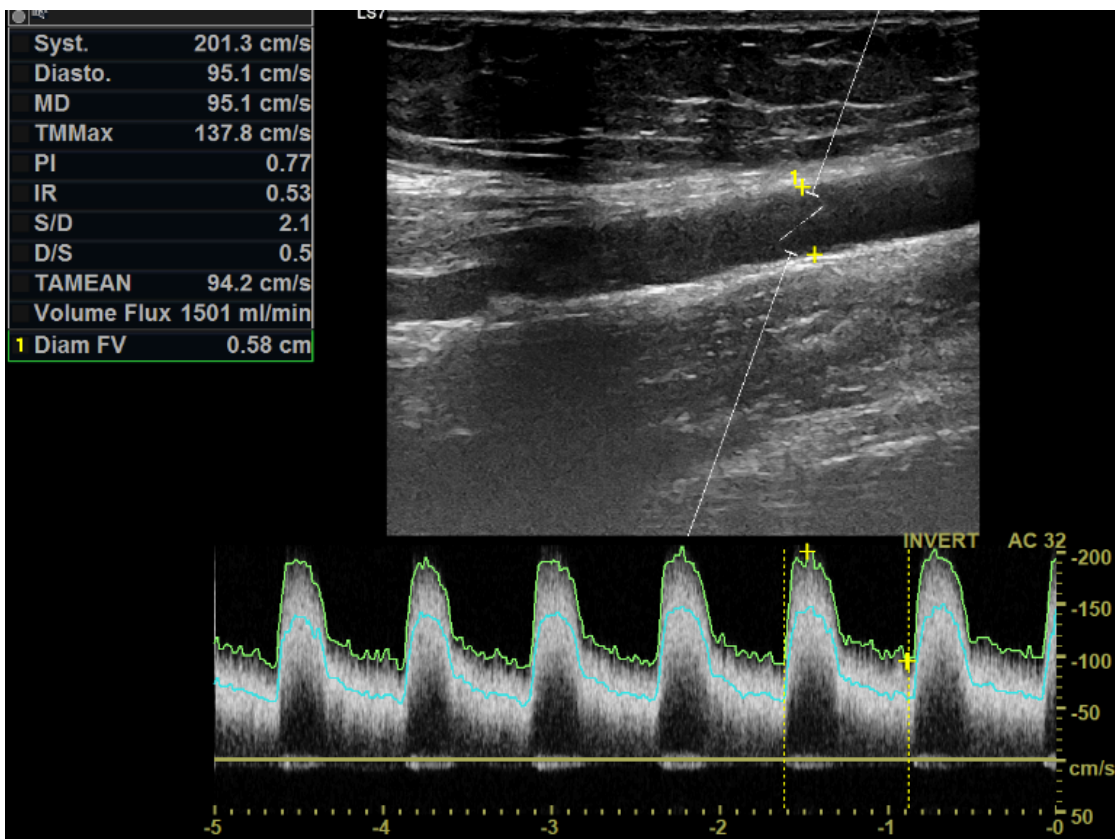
Doppler pulsé montre une augmentation du débit à 1500ml/min
